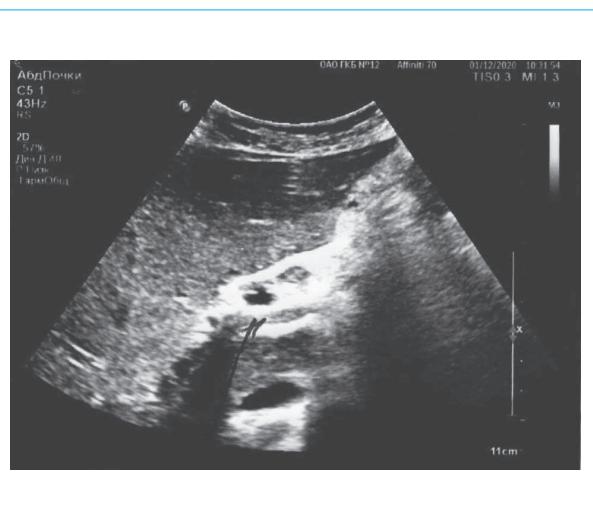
УЗИ гепатобилиарной системы пациента С. от 01.12.20 г. Просвет воротной вены неоднородный, заполнен изоэхогенным содержимым (тромбоз?).
